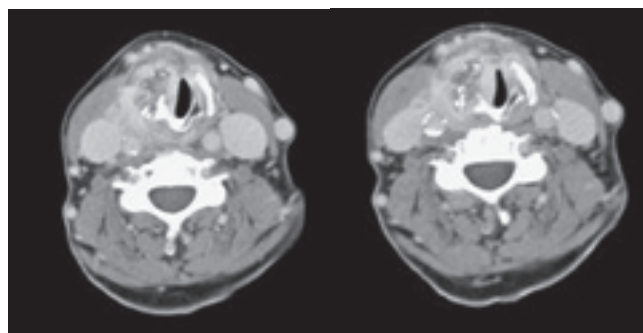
TAC cervical. Cortes axiales en los que se puede observar la extensa tumoración laríngea.
